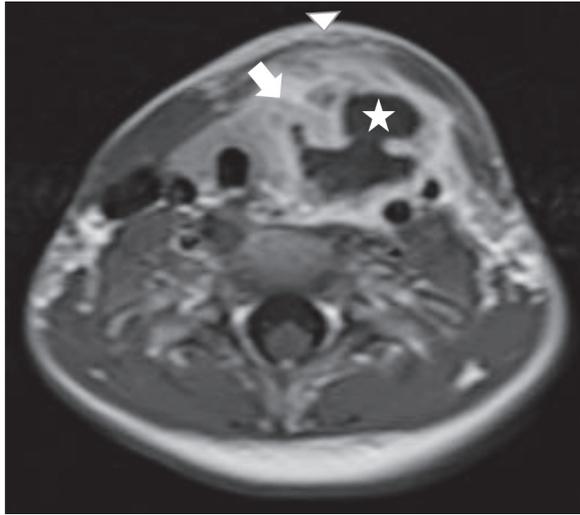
Post contrast-enhanced T1-weighted magnetic resonance image demonstrates an irregular rim-enhancing abscess cavity (white star) extending to the swollen left thyroid gland (arrow). Note associated cellulitis in the overlying left anterior neck (arrow head).
